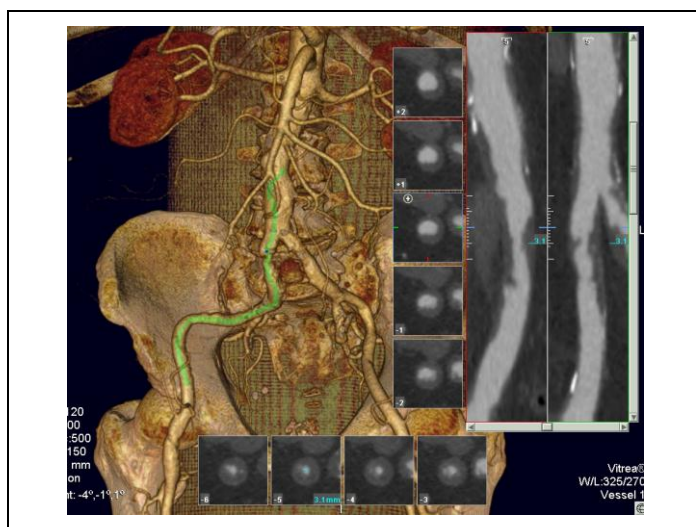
МСКТ. Объёмный рендеринг.
